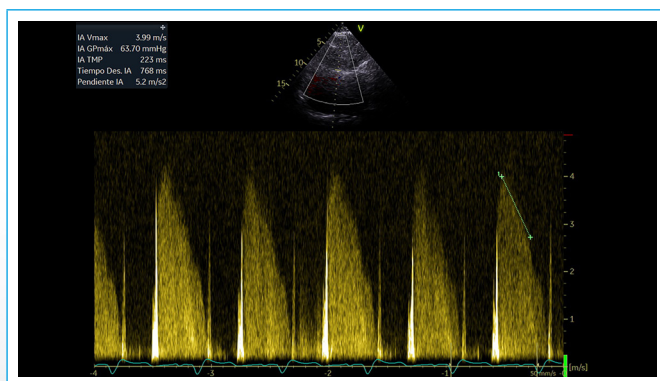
Flujo de insuficiencia aórtica con Doppler continuo. La señal es de alta intensidad y el tiempo de deceleración del flujo regurgitante es muy corto (223 ms) y con pendiente muy acusada, lo que es característico de las insuficiencias agudas
